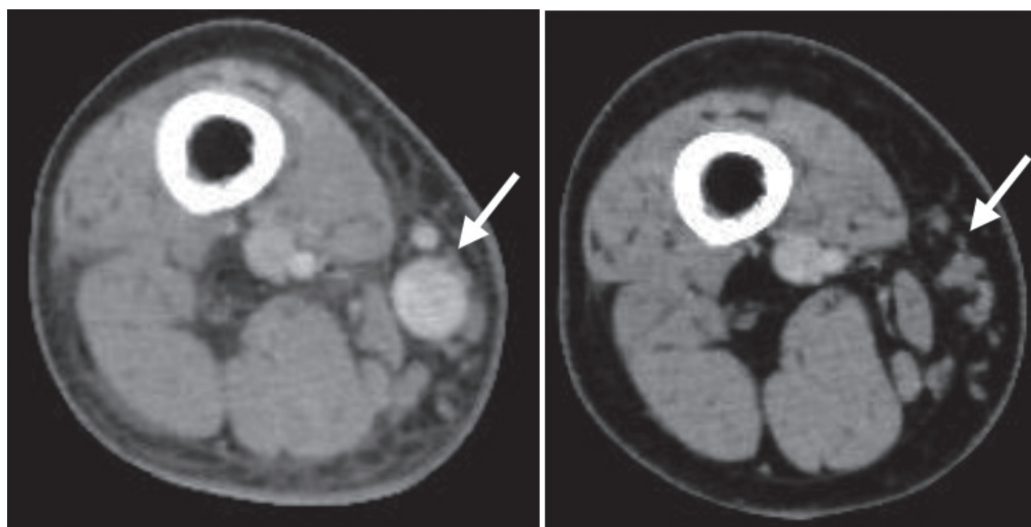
左術前、右術後5ヶ月時造影CT. 空置された部位の大伏在静脈も退縮していた。
